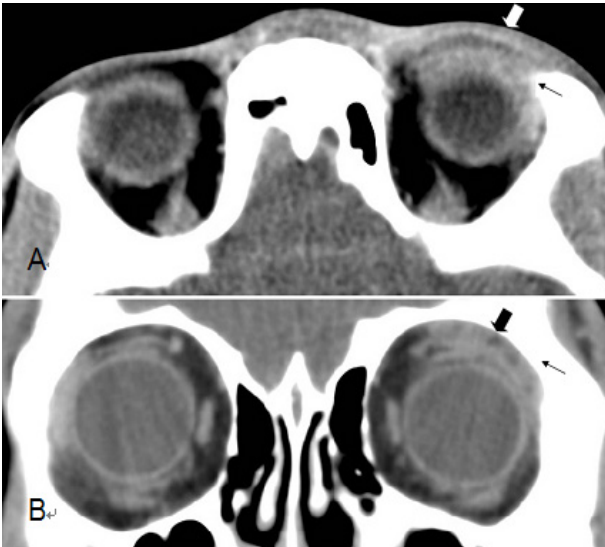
Orbital computed tomography scans showed ill-defined, contrast enhancing mass in the preseptal space (arrows). (A) contrasted, (B) non-contrasted. (pre-injection)
